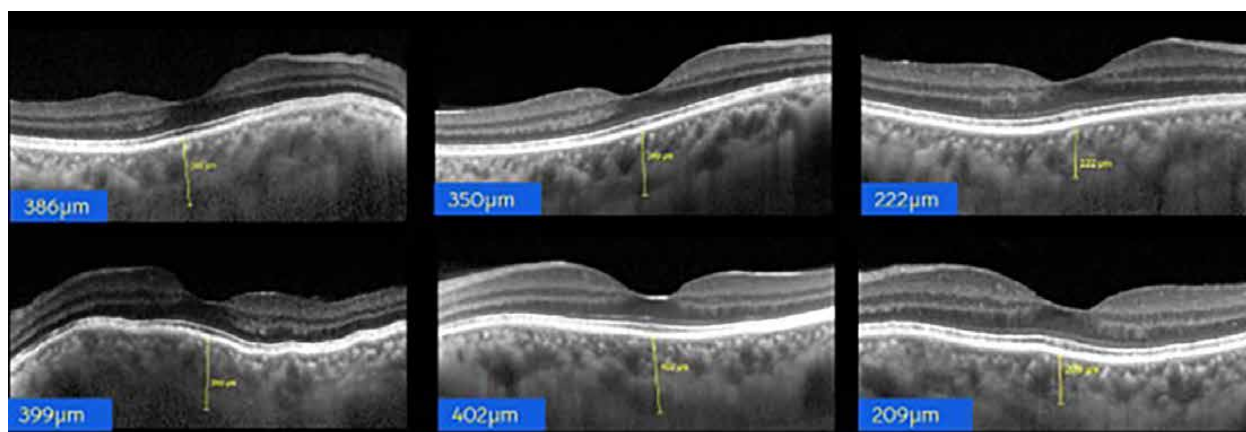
Progresión de la tomografía de coherencia óptica del ojo derecho (arriba) y ojo izquierdo (abajo) al primer, tercer y séptimo mes donde se evidencia disminución del espesor coroideo.
